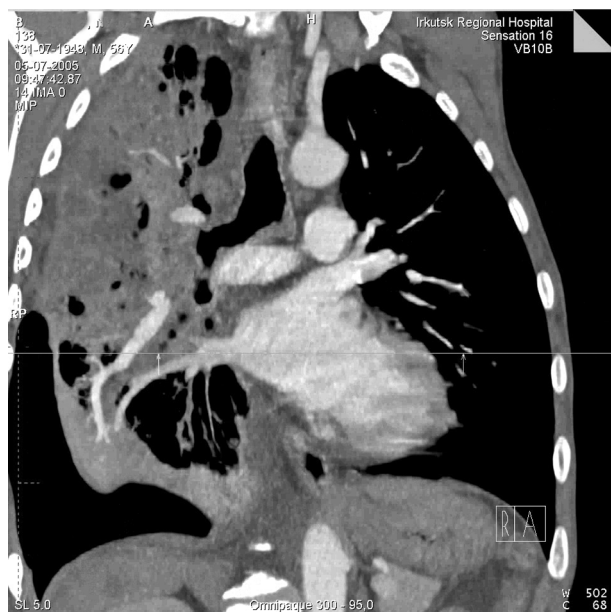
Компьютерная томограмма: коллабированное правое легкое с полостями деструкции паренхимы. Ограниченный гидропневмоторакс (эмпиема).
